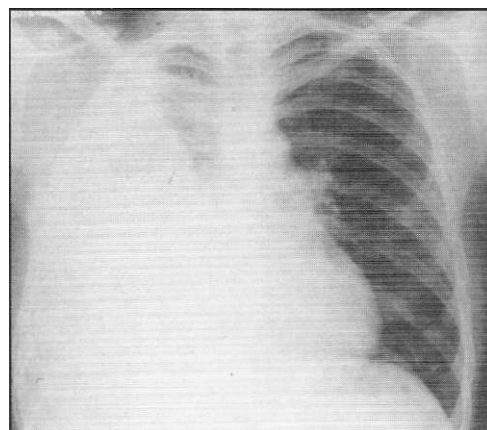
Radiografía de tórax en el caso 3, en mayo de 1987, muestra resolución del nivel hidroaéreo loculado en el lado derecho. Se nota además engrosamiento pleural en el campo pulmonar derecho inferior.
